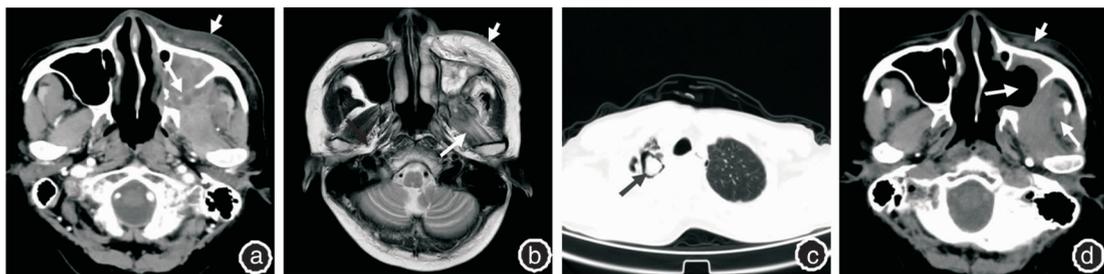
累及翼腭窝的上颌窦慢性侵袭性真菌性鼻窦 a:术前CT水平位:右上颌窦内软组织密度影,可见斑点状钙化,病变破坏上颌后外壁,侵入翼腭窝及颞下窝(长↑),前壁骨质完整但面颊部软组织受累(短↑),鼻中隔明显偏向患侧;b:术前MRI水平位(T2WI):右上颌窦内异常信号,翼肌肿胀(长↑),同侧面颊部软组织肿胀(短↑);c:真菌呼吸道扩散:左肺上叶真菌感染,见真菌球钙化,病灶呈“洞中球征”;d:术后MRI:鼻窦清创术后窦腔内未见病灶复发(长↑),翼肌尚有肿胀,但面颊部软组织肿胀明显好转(短↑)
